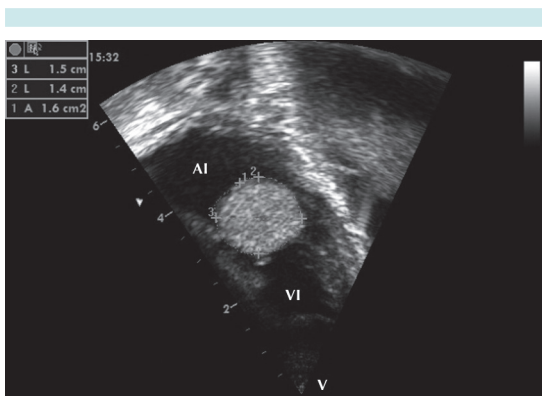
Ecocardiograma. Acercamiento para demostrar las dimensiones de la masa de la aurícula izquierda, la cual tiene un área de 1.6 cm².
